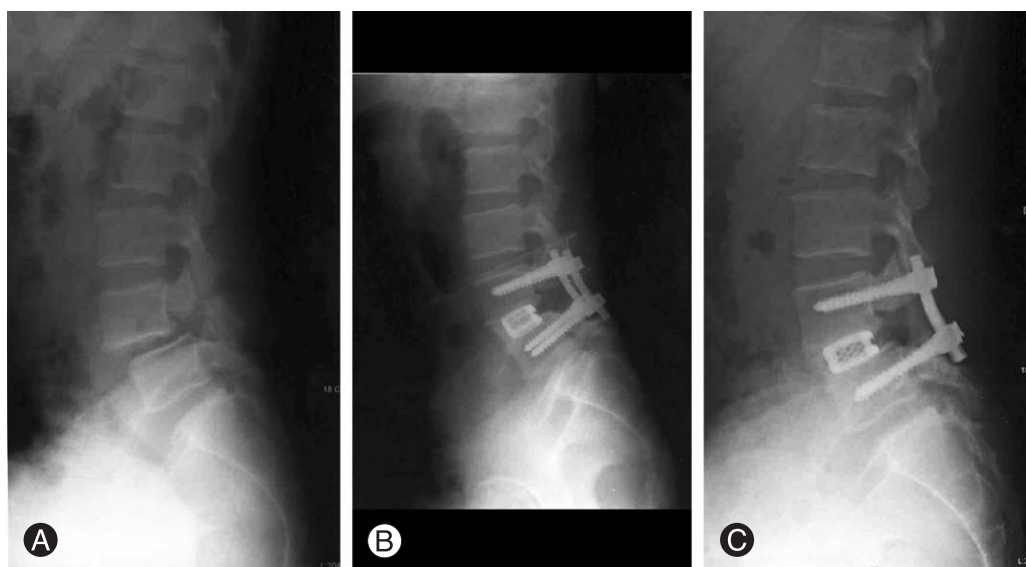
A 43-year-old male patient with L4 isthmus spondylolisthesis and bilateral L4 radiculopathy. (A) Preoperative lateral view shows moderate anterior slipping of L4, decrease in disc height at L4-5. (B) Lateral view after surgery shows reduction of the slip, restoration of disc height. (C) At 3 year after surgery, lateral radiograph shows solid fusion and maintenance of reduction.
